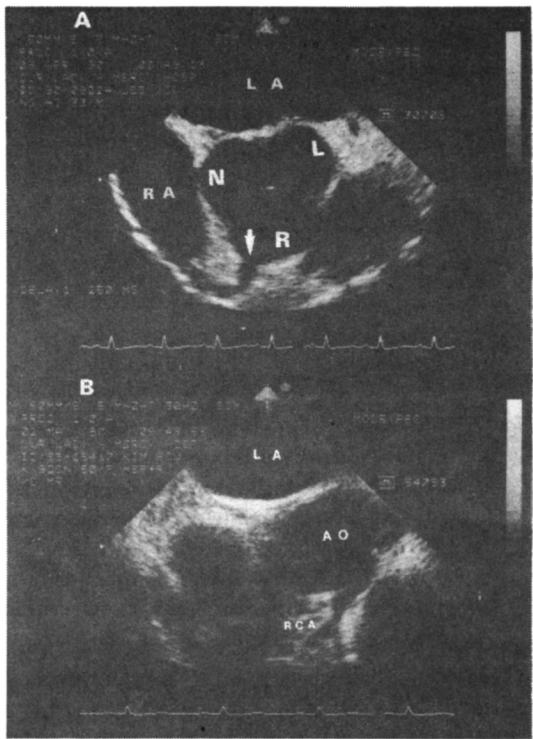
Different two-dimensional transesophageal echocardiography views of the right coronary artery. A. Aortic cusps are visible during diastole(L left, N non-, R right coronary cusps) and angling right coronary artery(arrow). B. Right coronary artery(RCA) with branch artery originating from aortic root(AO). LA=left atrium ; RA=right atrium.
